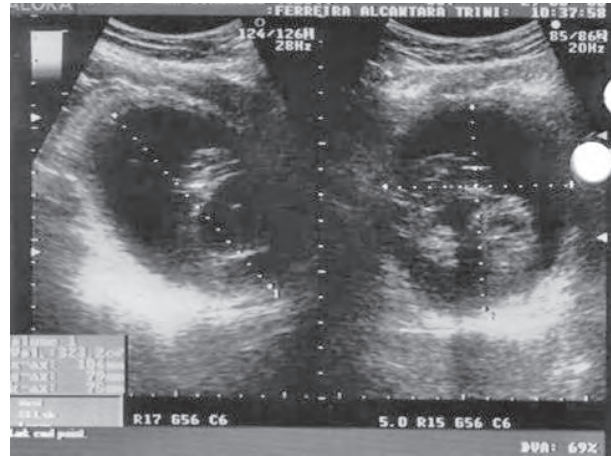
Ultrasonido vesical, se aprecia una imagen intravesical de ecos mixtos en pared lateral de la vejiga.
